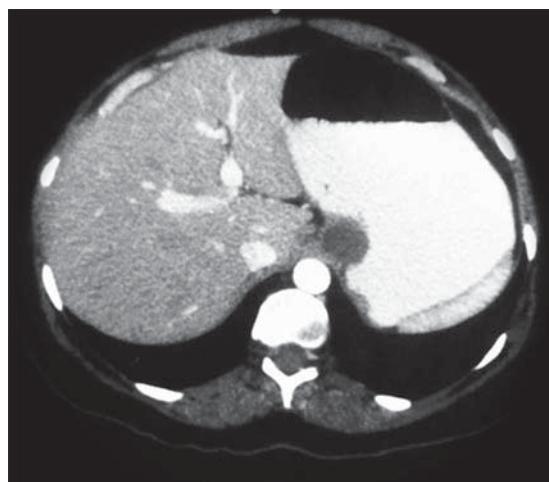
Tomografía axial computarizada. Lesión quística de 30 mm de diámetro, localizada en la unión esofagogastrica.
